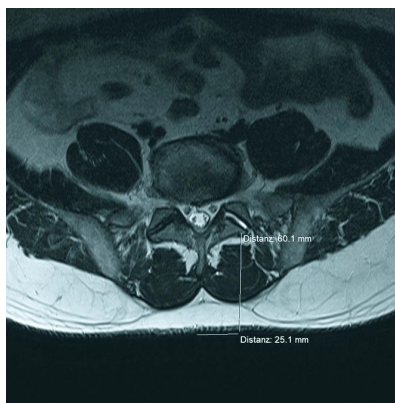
Ergänzende präinterventionelle digitale Längen- und Tiefenmessung an der Transversalaufnahme in Höhe L5/S1 im MRT der LWS: 2,5 cm (25,1 mm) paravertebral in einer Tiefe von 6 cm (60,1 mm) liegt der Facettenkomplex L5/S1.
